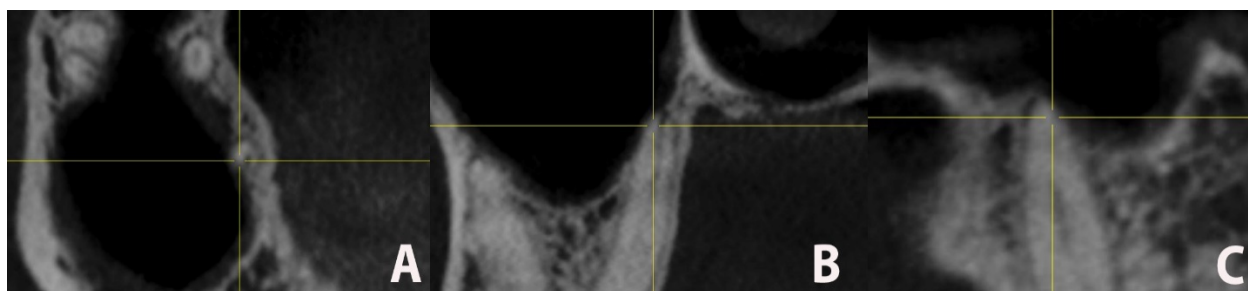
CBCT d.1.6, proiecția axială (A), proiecția transversală (B), proiecția sagitală (C).
